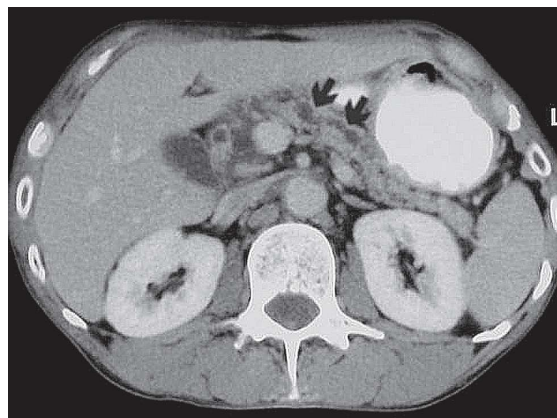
TC: Seudoquistes en la cabeza del páncreas. ^[26]
